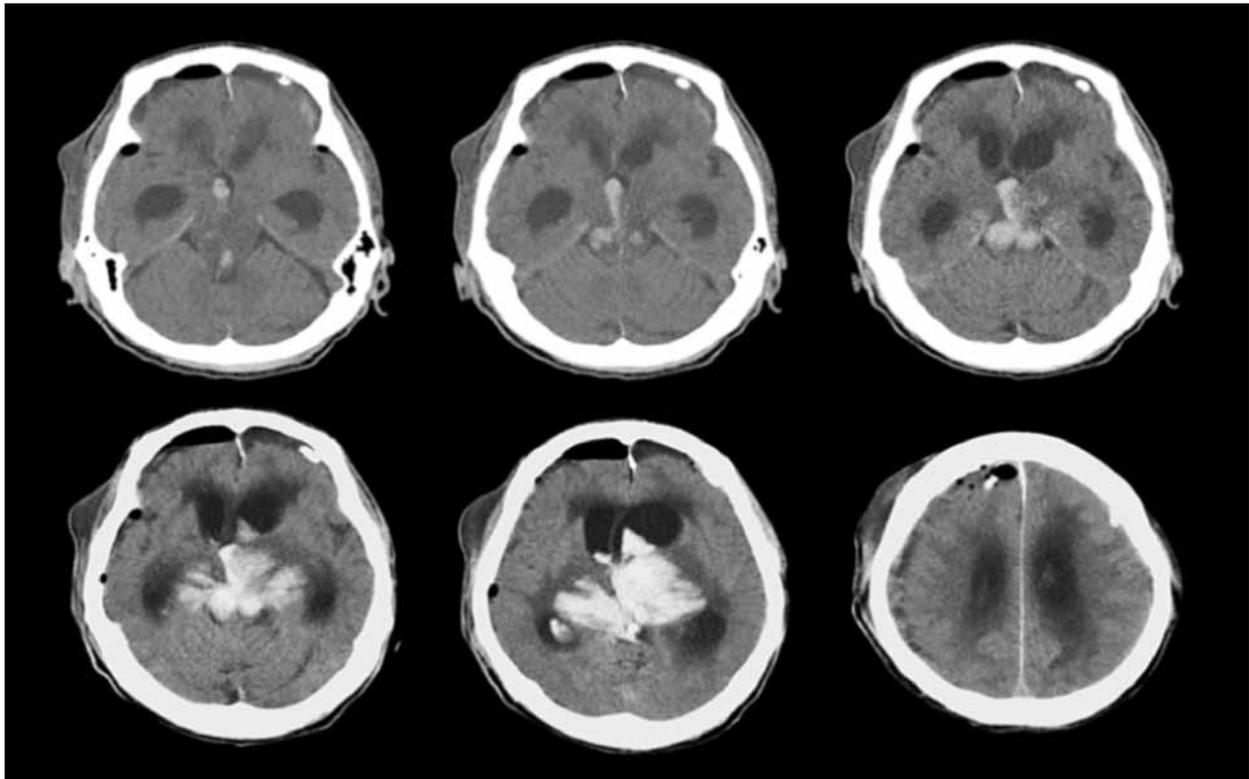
Tomografía axial computarizada posoperatoria
